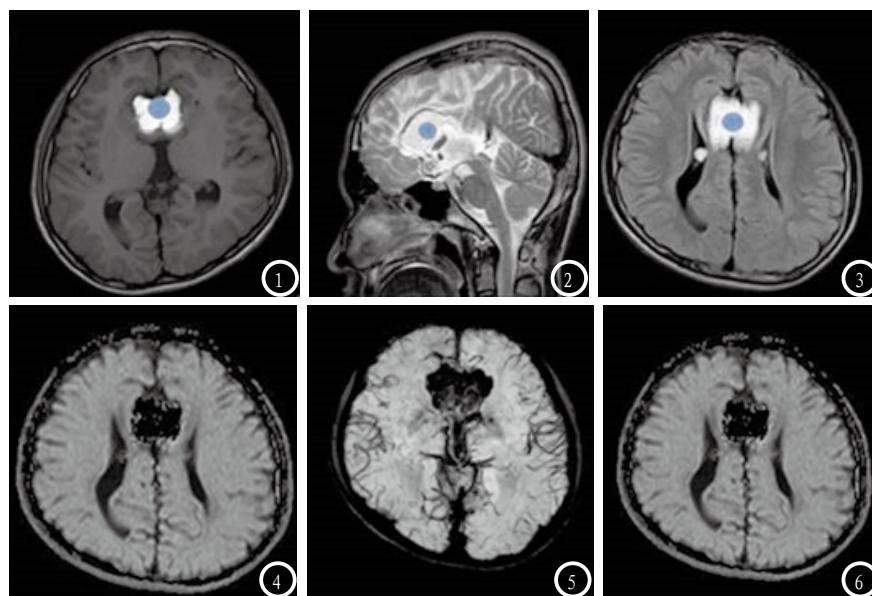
3分别为MRI平扫轴位T1、矢状T2、轴位FLAIR图像，可见双侧侧脑室平行分离，双侧侧脑室前后角和体部间距增宽，第三脑室抬高，双侧侧脑室体部可见一脂肪瘤（蓝色），T1、T2和FLAIR均为高信号，矢状位可见胼胝体缺如。图4为DWI图，可见侧脑室体部病灶无弥散受限；图5为SWI图，可见侧脑室体部病灶呈低信号；图6为T2脂肪抑制图，可见侧脑室体部病灶由高信号转变为低信号。
